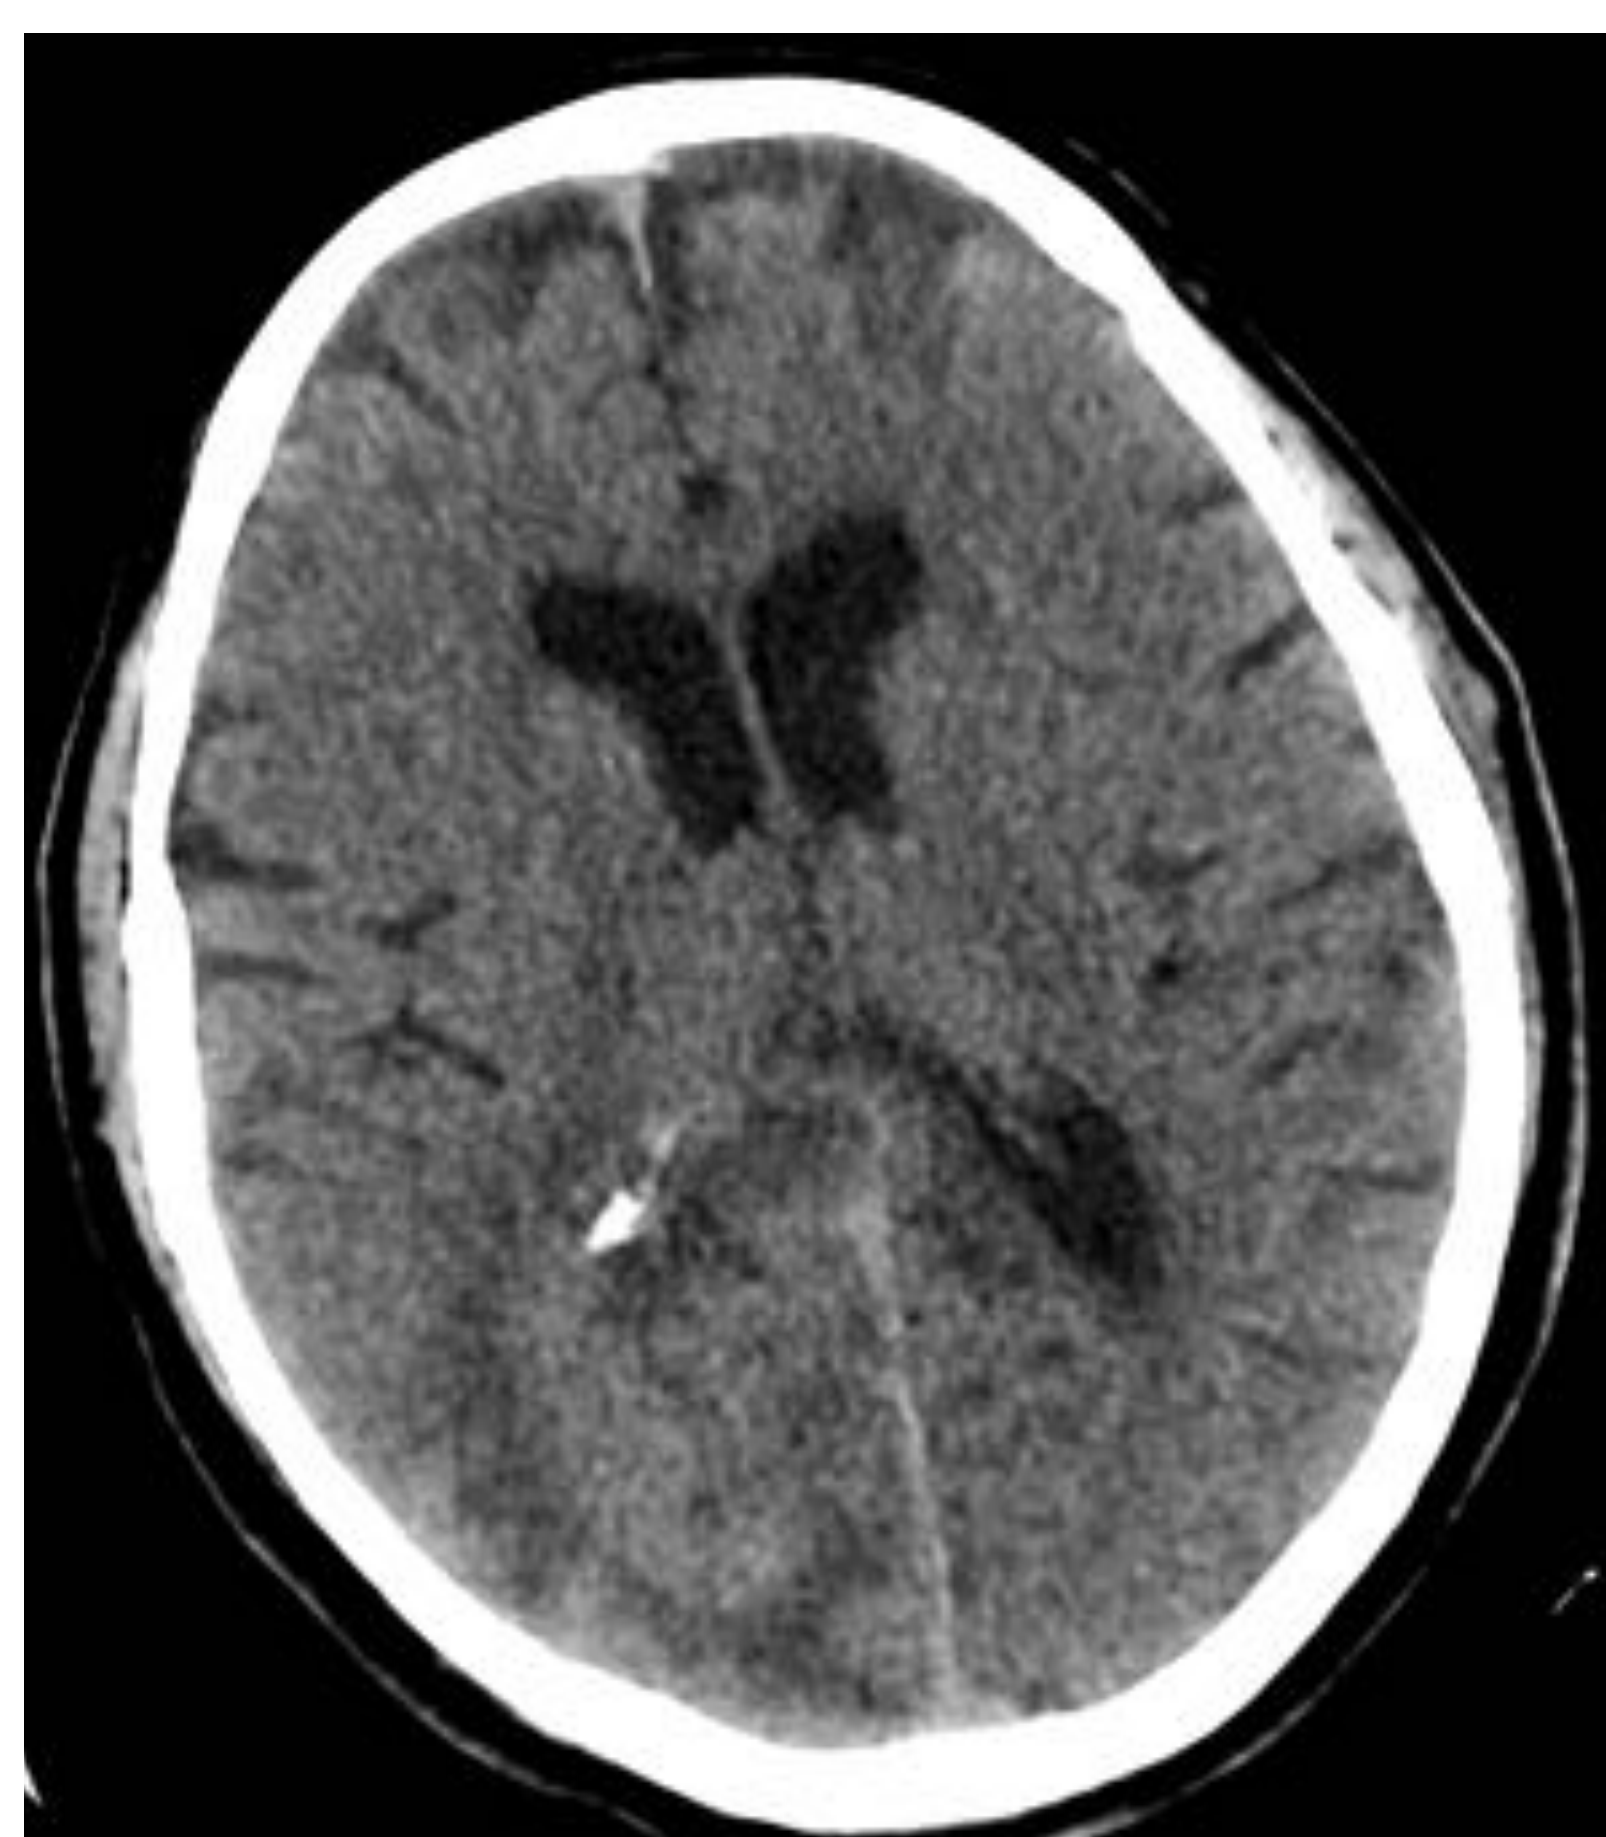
TC craneal sin contraste, lesión parietooccipital derecha con edema perilesional y efecto de masa sobre asta occipital de ventrículo lateral derecho.
